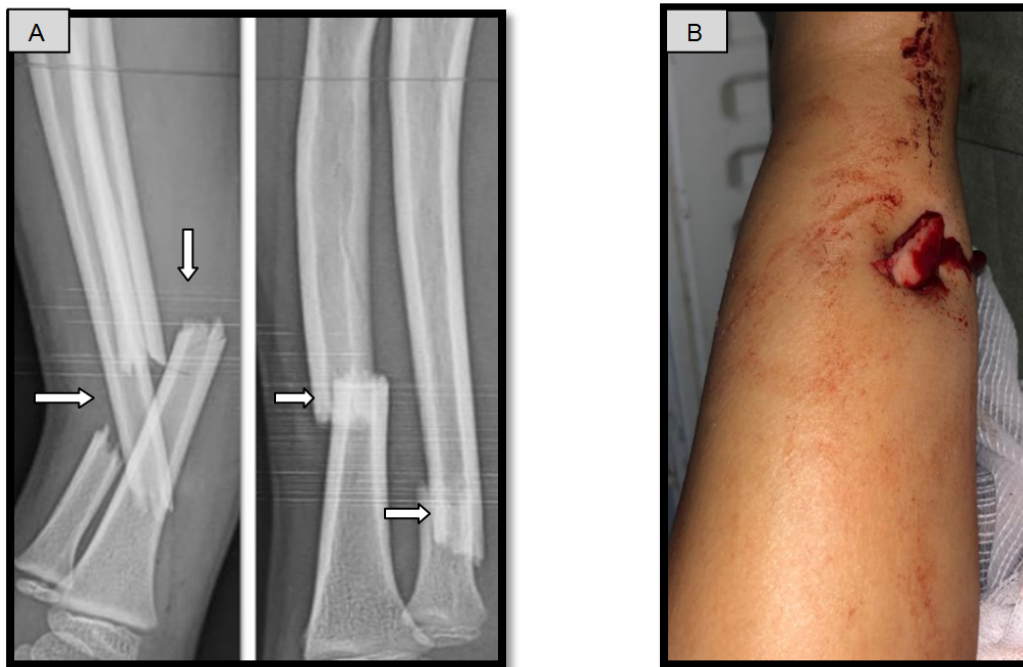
Radiographie de l'avant-bras d'un enfant âgé de 12 ans face et profil (A), objectivant une fracture ouverte classée Cauchoix et Duparc I (B) à trait transversale avec déplacement en chevauchement radiale et ulnaire.
